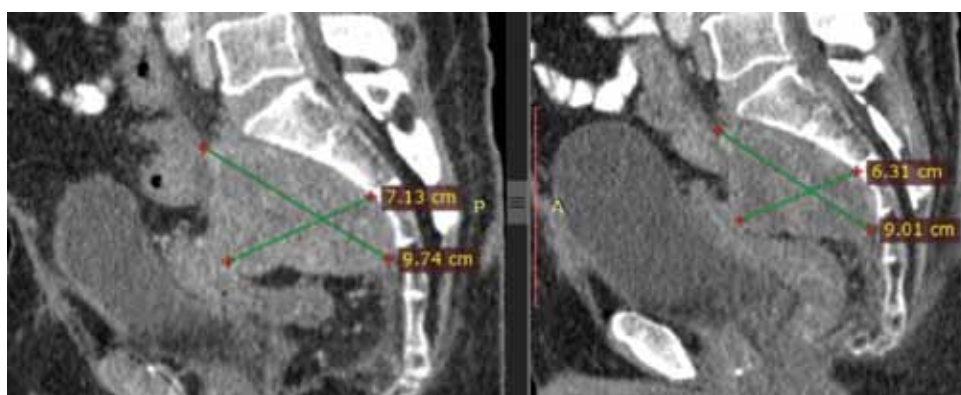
Уменьшение размеров рецидивной опухоли после курса дистанционной лучевой терапии при сравнении данных КТ от 03.10.2018 (слева) и 21.03.2019 (справа)
